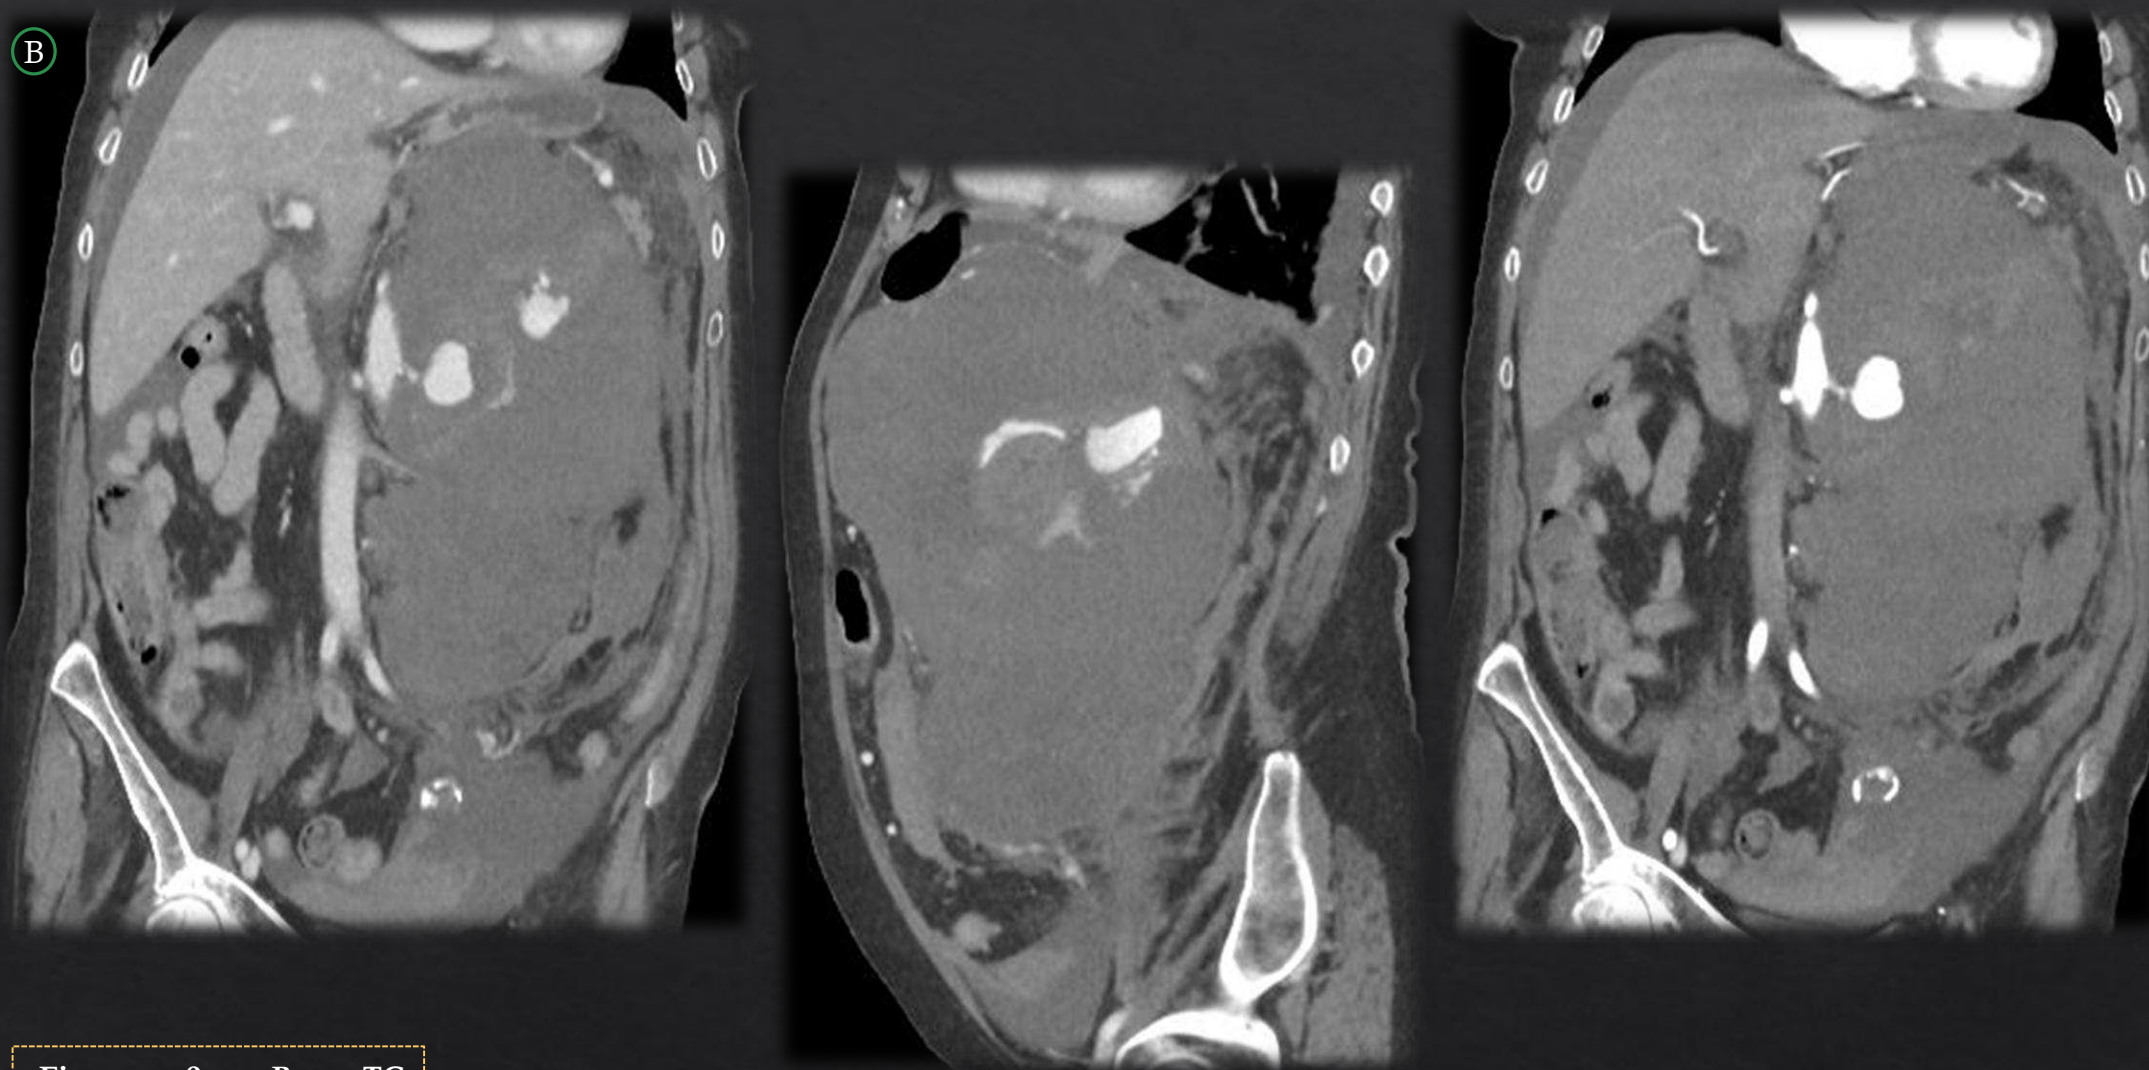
B. TC abdominopélvica con contraste endovenoso en fase portal y arterial, con dos reconstrucciones en plano coronal y otra sagital.
